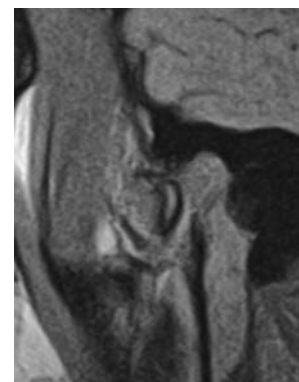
Відкритий рот (МРТ СНЩС).
